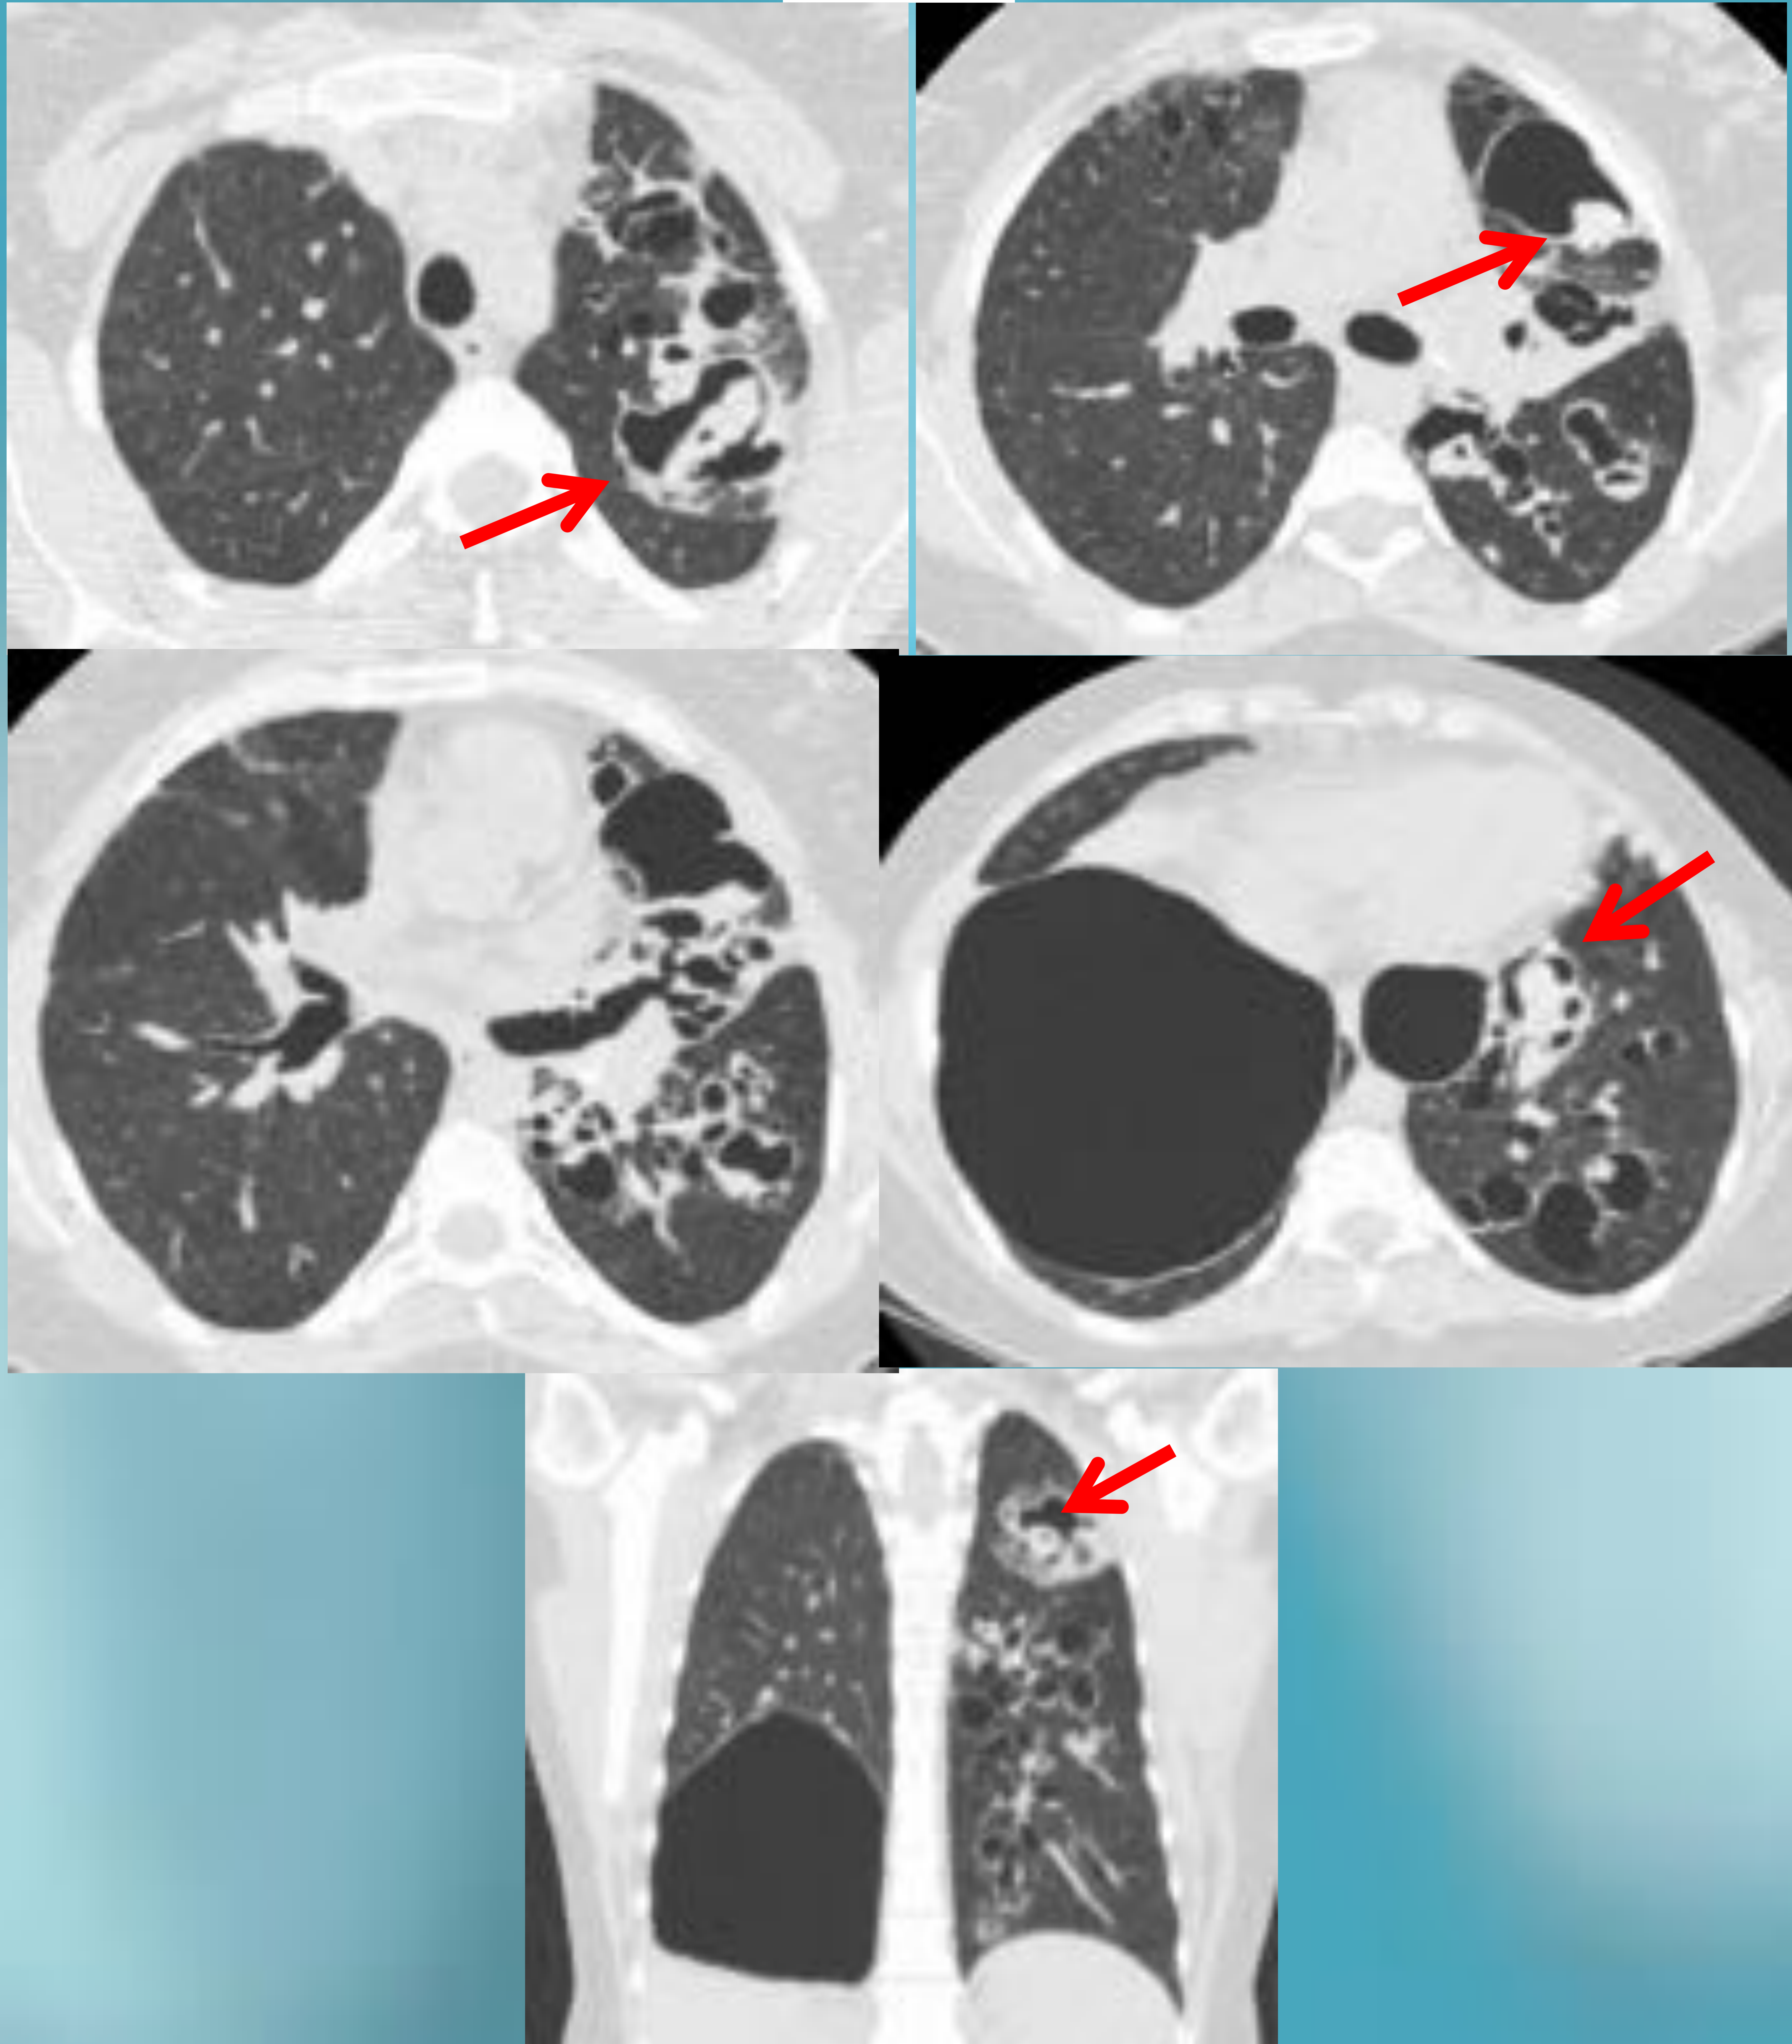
Corte axial y coronal de TC de tórax sin contraste en ventana pulmón, en paciente intervenido de lobectomía del lóbulo superior izquierdo por una neoplasia pulmonar (véase la pérdida de volumen del hemitórax izquierdo). Vemos una masa ovalada (asterisco) dentro de una cavidad residual, y el signo del halo creciente que queda entre la pared de la cavidad y la masa (fecha roja). Hallazgos en relación con aspergiloma.
